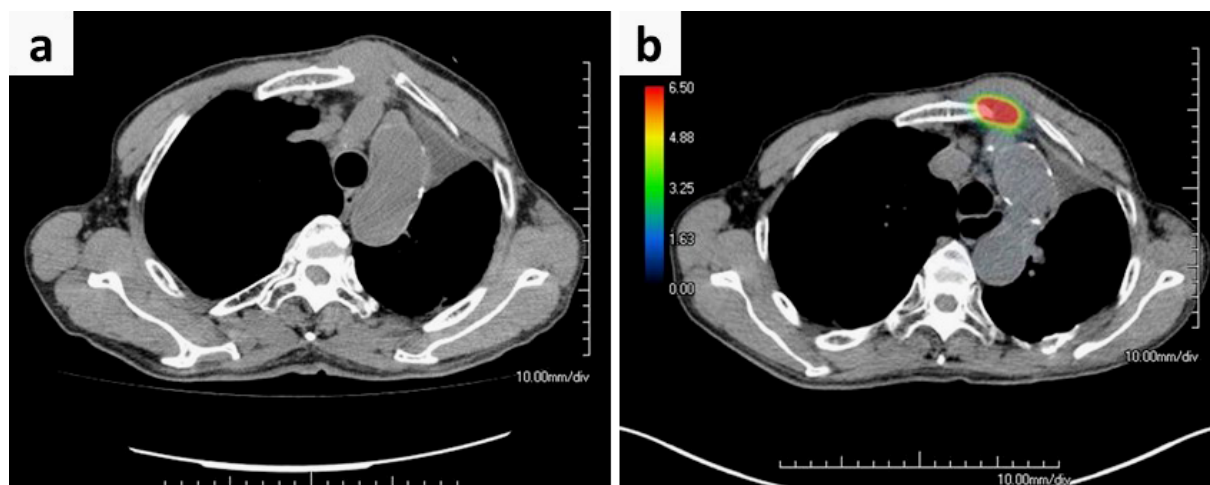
Chest CT and PET-CT revealed a recurrent tumor of the chest wall. a: CT (axial section). b: PET-CT (axial section [SUVmax: 10.2]).
